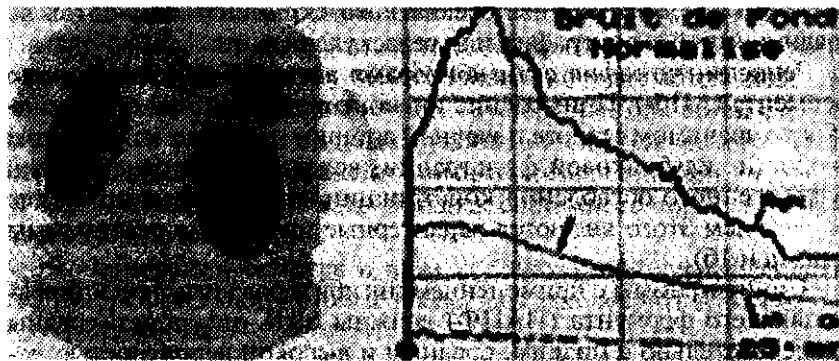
Сцинтиграмма того же больного после приема каптоприла. Отмечается резко выраженное снижение амплитуды кривой ренограммы левой почки, характерное для ВРГ.
